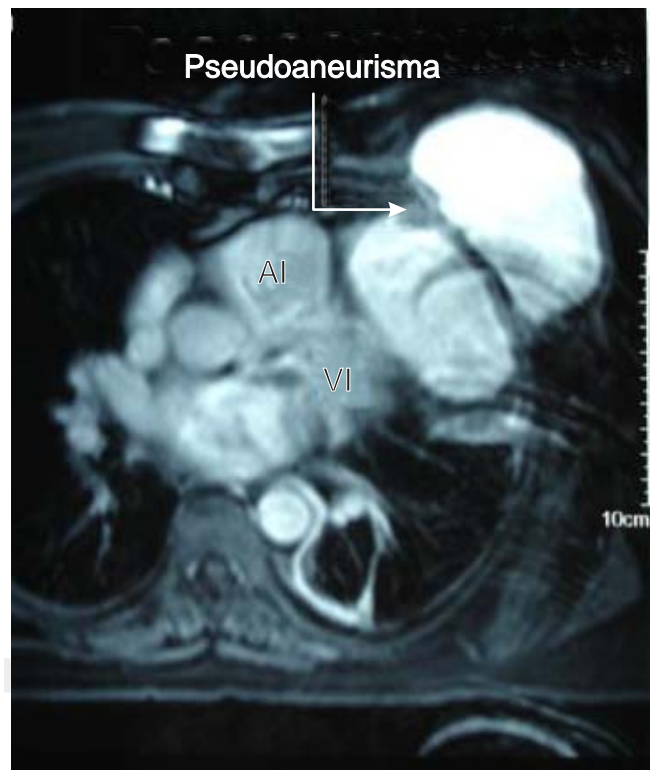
Resonancia magnética del pseudoaneurisma ventricular. Aurícula izquierda (AI), ventrículo izquierdo (VI).
